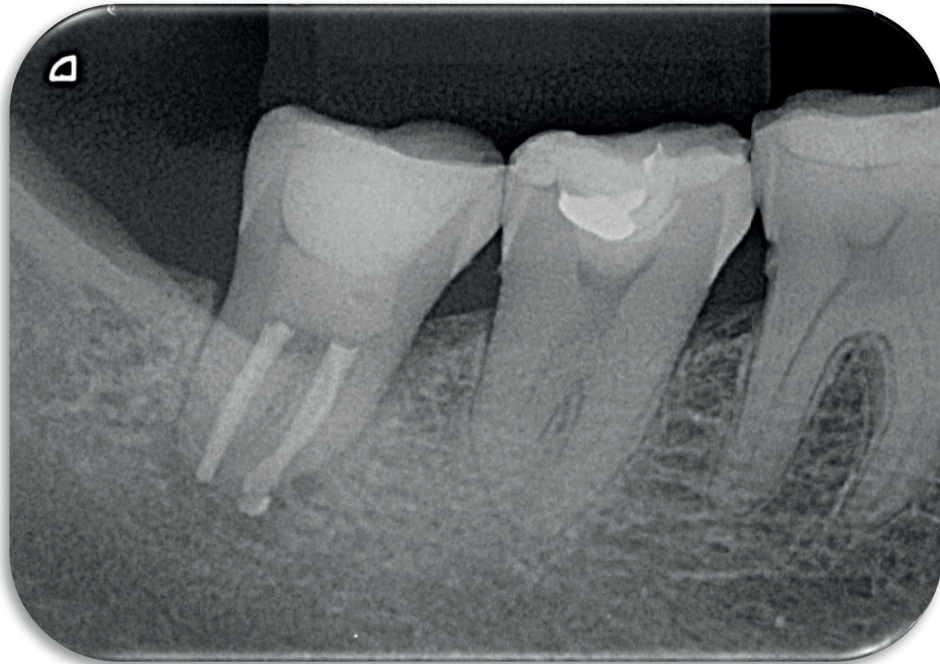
Radiografia após 90 dias de finalizada a endodontia.
